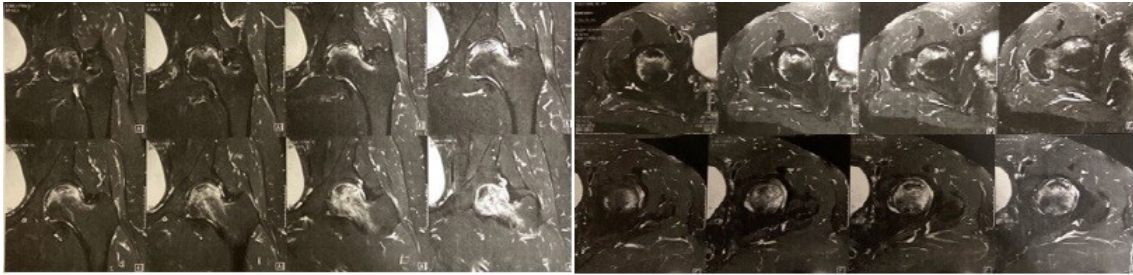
Ressonância nuclear magnética do fêmur esquerdo na sequência T2 com evidência de necrose avascular da cabeça femoral
